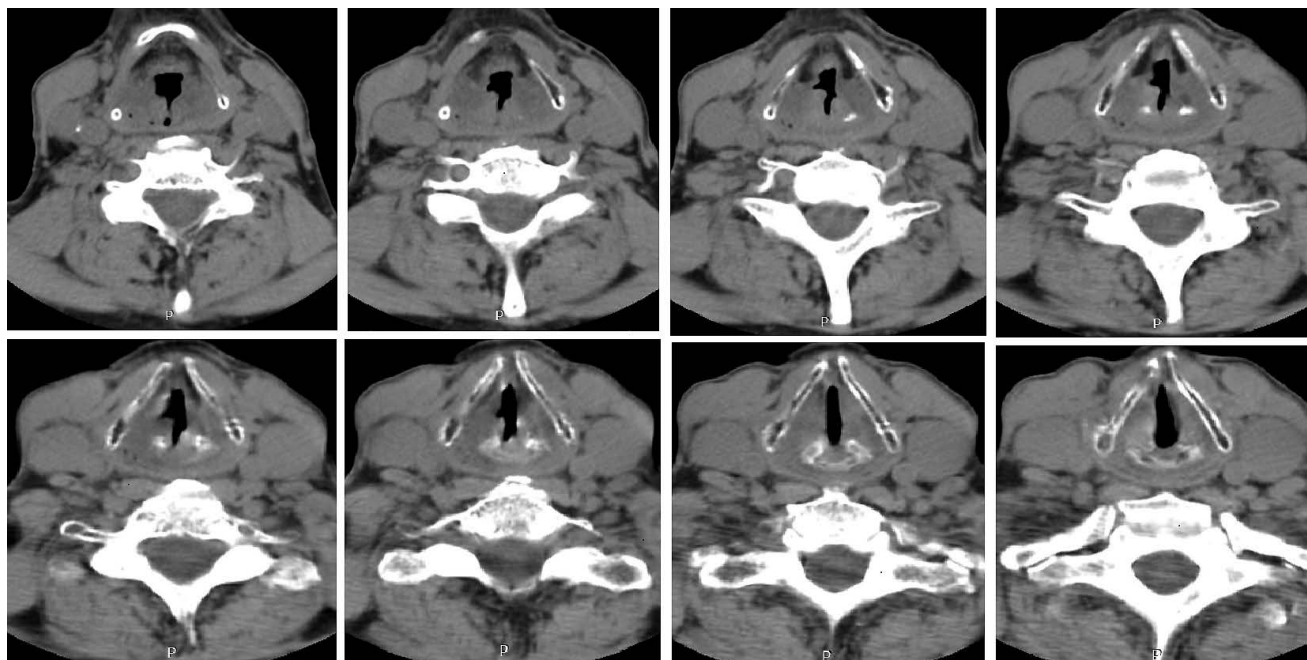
Больной Ш., 64 лет. МСКТ, аксиальный срез: деформация правой голосовой складки (состояние после хирургического лечения), незначительное уплотнение преднадгортанникового пространства (постлучевые изменения).
